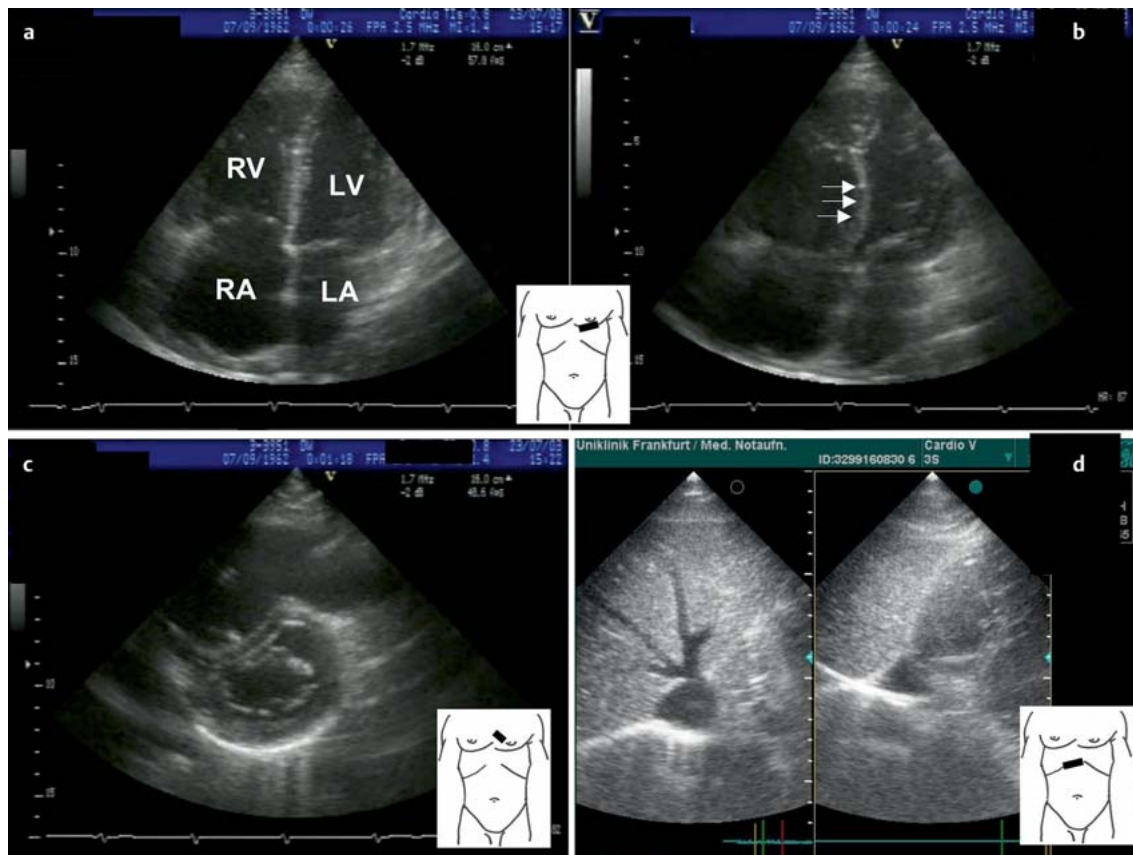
a bis d a–c Echokardiografischer Hinweis auf Lungenarterienembolie, Volumenbelastung des rechten Ventrikels und paradoxe Septumbewegung. a Apikaler Vier-Kammer-Blick mit physiologischer Lage des interventrikulären Septums. Der RV hat bereits die Größe des LV. b Apikaler Vier-Kammer-Blick mit paradoxer Septumbewegung (Pfeile). Der LV wird in der Diastole durch den RV komprimiert. c Parasternal kurze Achse auf Mitralklappenebene. Durch die Druckerhöhung im RV wird das Septum komprimiert und nimmt die Form eines „D“ an („D-Sign“). LA = linker Vorhof, RA = rechter Vorhof, LV = linker Ventrikel, RV = rechter Ventrikel. d Transversale Darstellung der Vena cava inferior am Zwerchfelldurchtritt. Beachte die polygonale Form. Expiration (rechts) und Inspiration (links). Eine Hypovolämie kann mit dieser Anlotung schnell eingeschätzt werden, wenn der Durchmesser der VCI weniger als 15 mm beträgt. Bei FEEL könnte man über die subkostale Anlotung, kurze Achse, leicht zu diesem Anschnitt finden. (Die Abbildung wurde von PD Dr. C. Teupe, Krankenhaus Sachsenhausen, Frankfurt am Main, zur Verfügung gestellt.)
